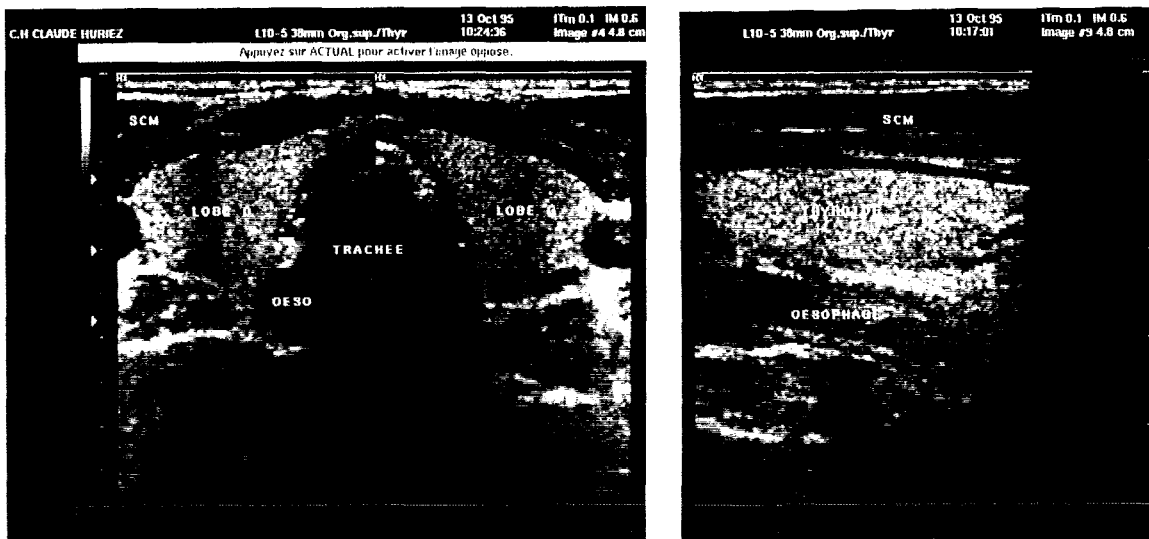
coupes échographiques transversales et longitudinale des lobes de la thyroïde.
